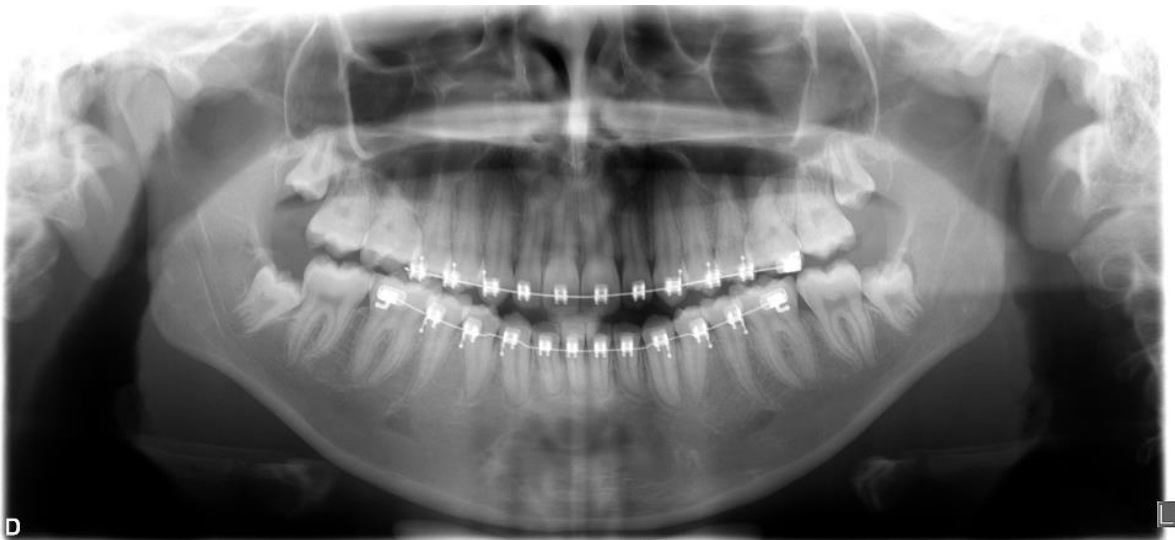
Radiografia panorâmica final
